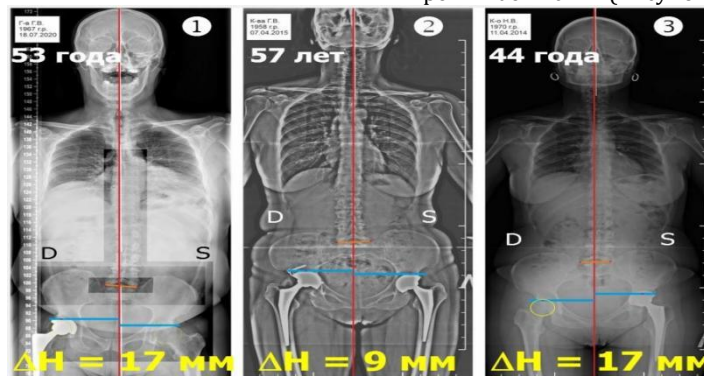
Примеры постуральных рентгенограмм трёх пациентов с анатомической разницей длины ног после эндопротезирования.
